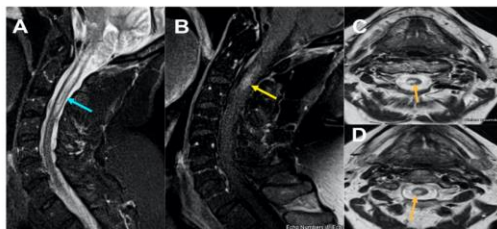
MRI Cervical spine Figure 1, sagittal STIR (short tau inversion recovery) images (A); sagittal T1 post contrast (B) and axial T2 weighted images at C2 and C3 level (C) and (D) reveals ill-defined long segment signal alteration with mild cord expansion extending from C1-C3 level (yellow arrow) (A) with corresponding hyperintensity on axial images (C) and (D) and abnormal enhancement on post contrast at C2 level (B) (yellow arrow).
